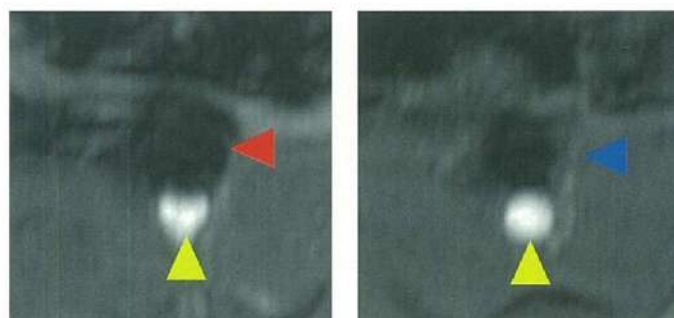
In vivo*実験：Pt-Wコイル、Au-Ptコイルで塞栓した動脈瘤モデルをウサギの腹部大動脈に縫合し、MRI (TOF) にて評価
